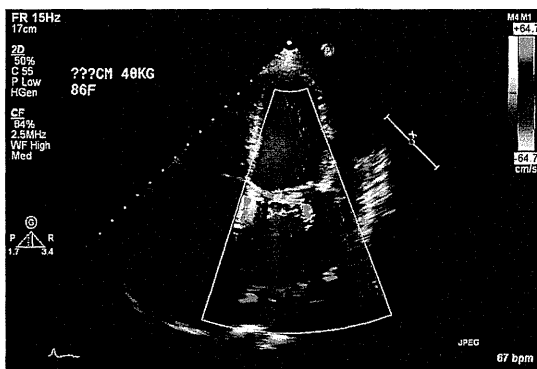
● 心エコーカラードブラ所見（心尖部四腔像）—僧帽弁
